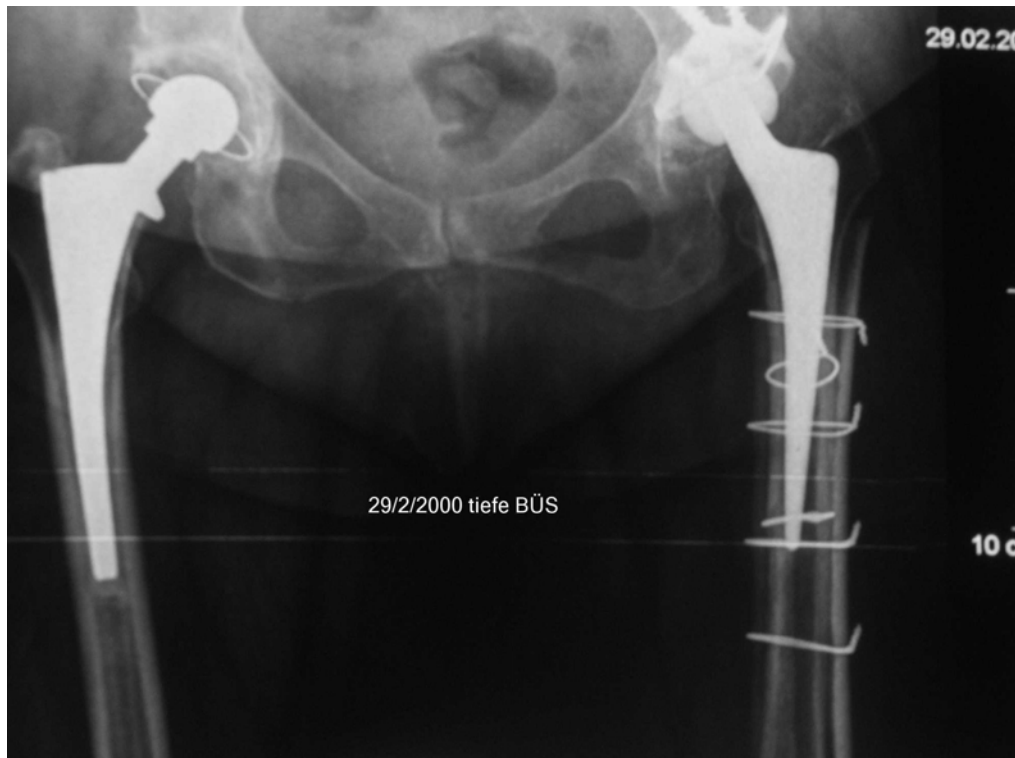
Röntgenbild drei Monate postoperativ nach Strut Graft Osteosynthese medial und lateral
